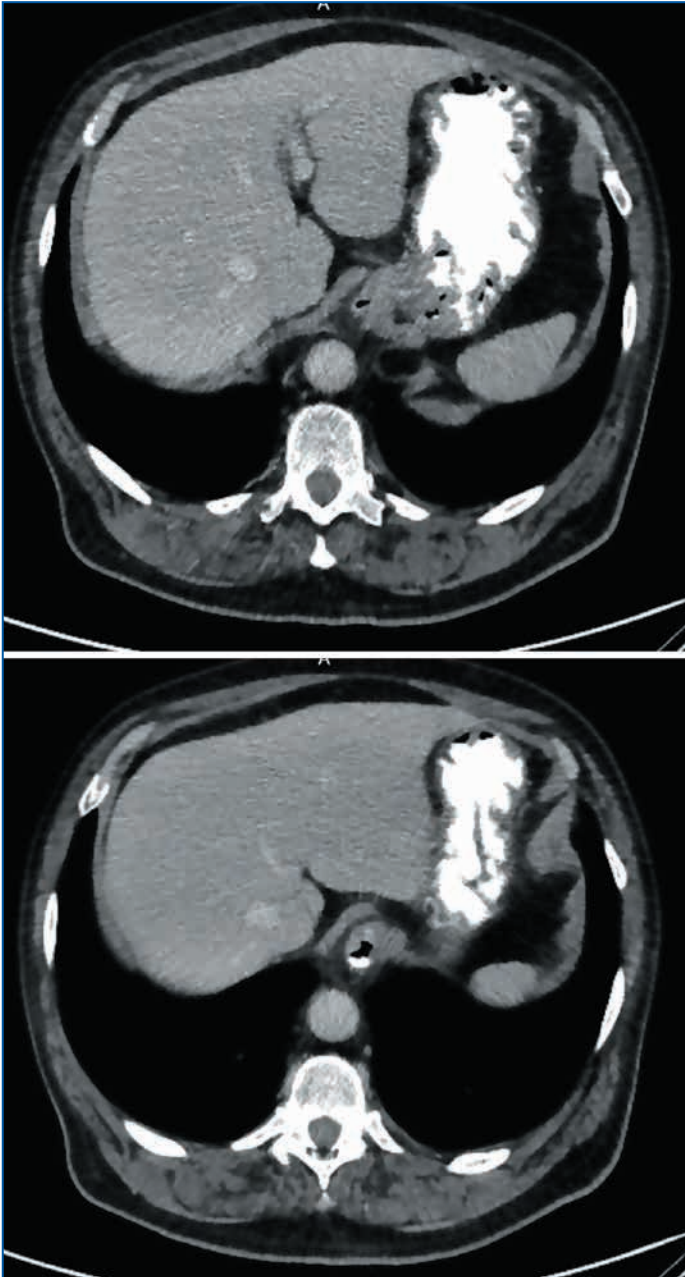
Данные контрольной КТ абдоминальной области от 05.10.2020
